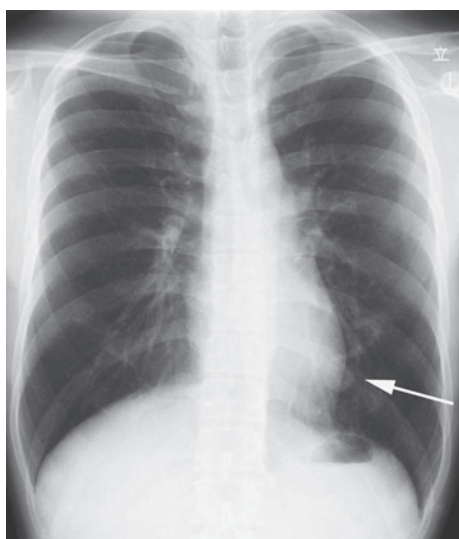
Chest X-ray reveals abnormal vessels in the left pulmonary lower lobe.
